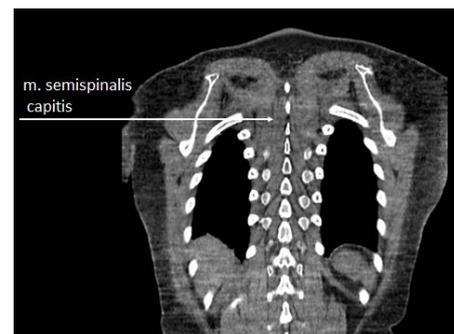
Компьютерная томограмма грудного отдела позвоночника женщины 45 лет
